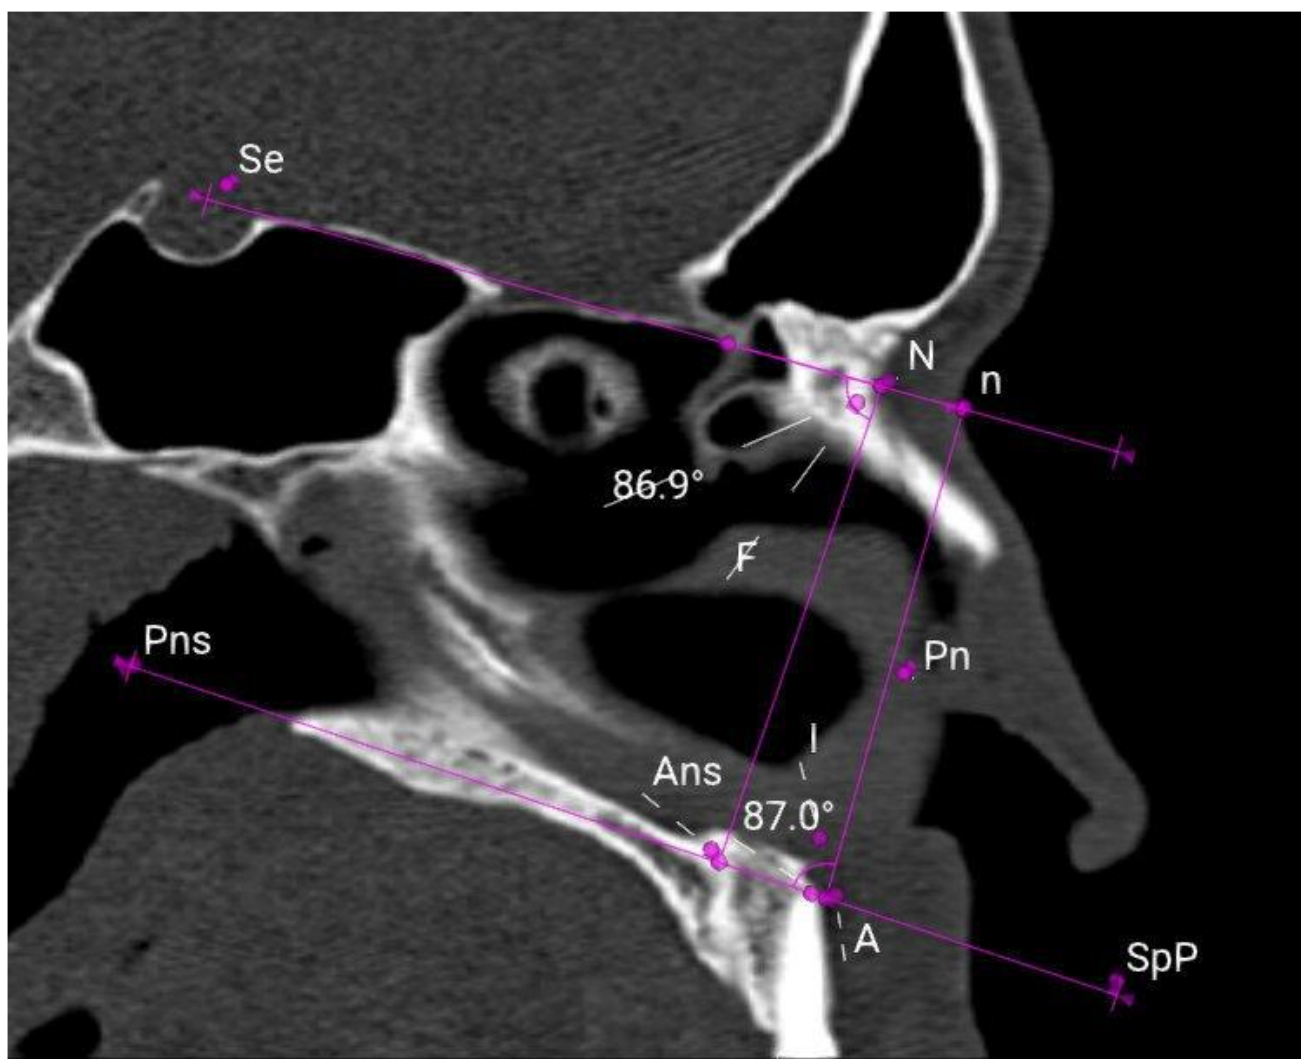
Сагітальний зріз КТ з позначеними точками та лініями, необхідними для визначення лицевого кута (Se-N-A) та кута інклінації (Se-n-Pn).
